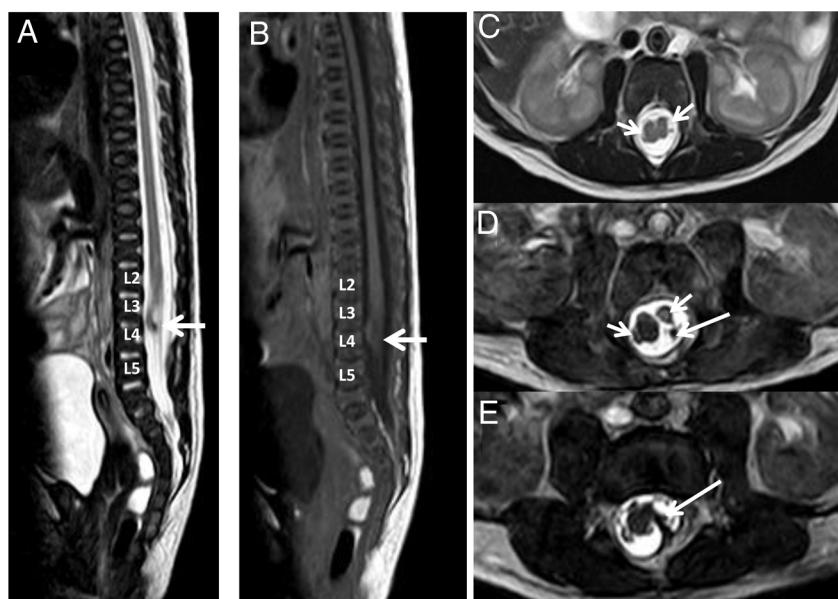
Estudio de RM de columna dorsolumbar. Secuencias sagitales TSE T2 (A) y SE T1 (B) y axiales TSE T2 (C-E). Los cortes sagitales muestran un cono medular descendido que se sitúa a nivel del cuerpo vertebral de L4 (flechas A y B) y muestra alteración de su normal morfología. En la secuencia T1 no se aprecia ningún tipo de lipoma intradural asociado. En los cortes axiales identificamos las dos hemimédulas (flechas cortas en C y D) así como la existencia de un tabique fibroóseo con un trayecto oblicuo (flechas largas en D y E), delimitando dos sacos durales independientes que corresponde a una diastematomyelia tipo I con un filum terminal anclado.
